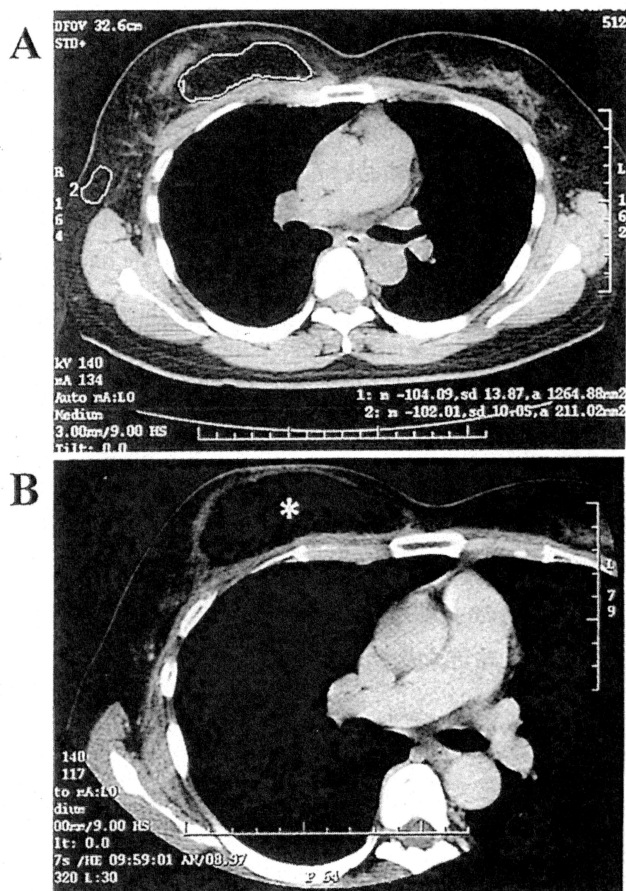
術後CT。A.術後15日目。写真中エリア1が移植された真皮脂肪片。エリア2が既存の腋窩脂肪組織。写真右下に示されたCT値は前者が-104.09, 後者が-102.01とほとんど差がない。B.術後3ヶ月の造影ダイナミックCT(造影剤投与4分後)。造影前・造影後4分で腋窩脂肪組織は-107.18→-97と造影効果が見られた一方、移植片(*)中心部は-108.74→-107.49とほとんど変化がなかった。しかし、グラフト接触面全周性に造影効果が見られた。
